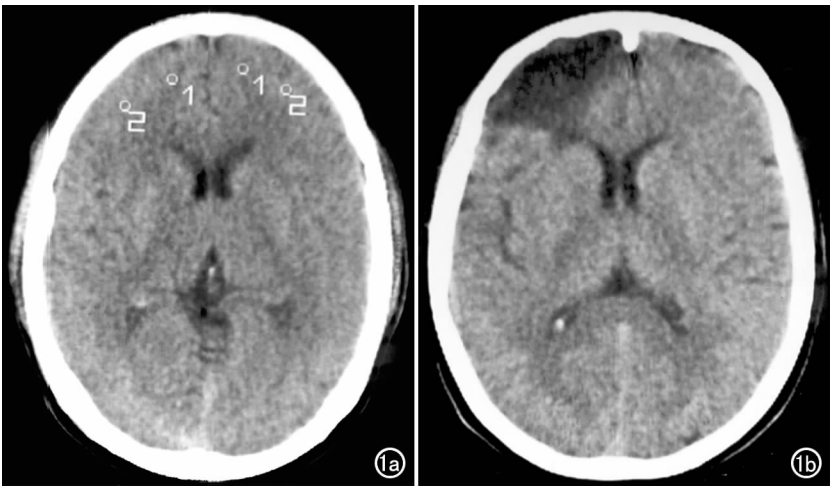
右侧额叶超急性期脑梗死。a) 患者发病后半小时 CT 图像上无明显阳性征象,于双侧额叶皮层下(1)和皮层(2)脑组织对称部位测量 CT 值, Δ HU 分别为 3.24 HU 和 3.86 HU,右侧明显低于左侧; b) 24 h 后复查 CT 示右侧额叶大片低密度区。
